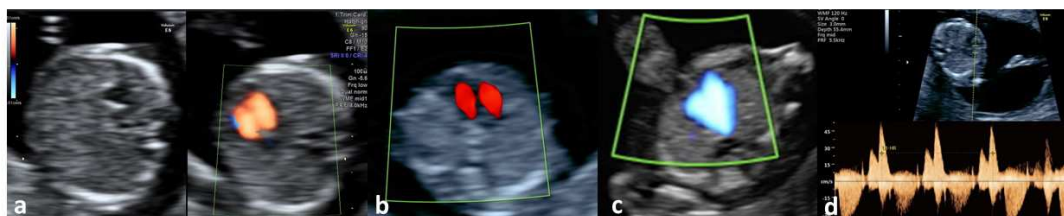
Avaliação do coração fetal no primeiro trimestre. 11a. Avaliação do situs cardíaco com uma imagem da bolha gástrica e do corte de quatro câmaras. 11b. Corte de quatro câmaras com o preenchimento dos ventrículos pelo Doppler Colorido. 11c. Corte do ducto arterioso e istmo aórtico com o Doppler colorido, demonstrando o sinal do V. 11d. Avaliação do fluxo da válvula tricúspide na pesquisa da sua regurgitação.
